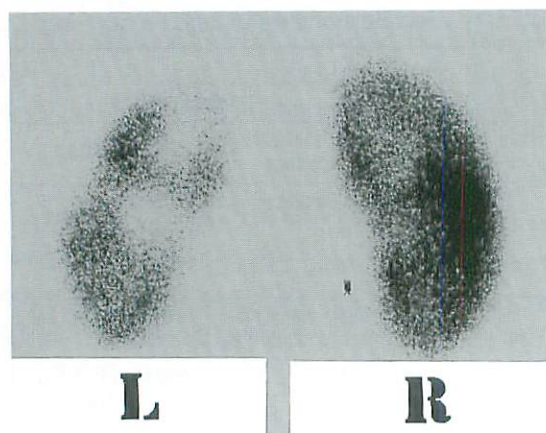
Renal scintigraphy using DMSA in a 7-year-old girl with bilateral vesicoureteral reflux showing renal scar formation on left side (L).
